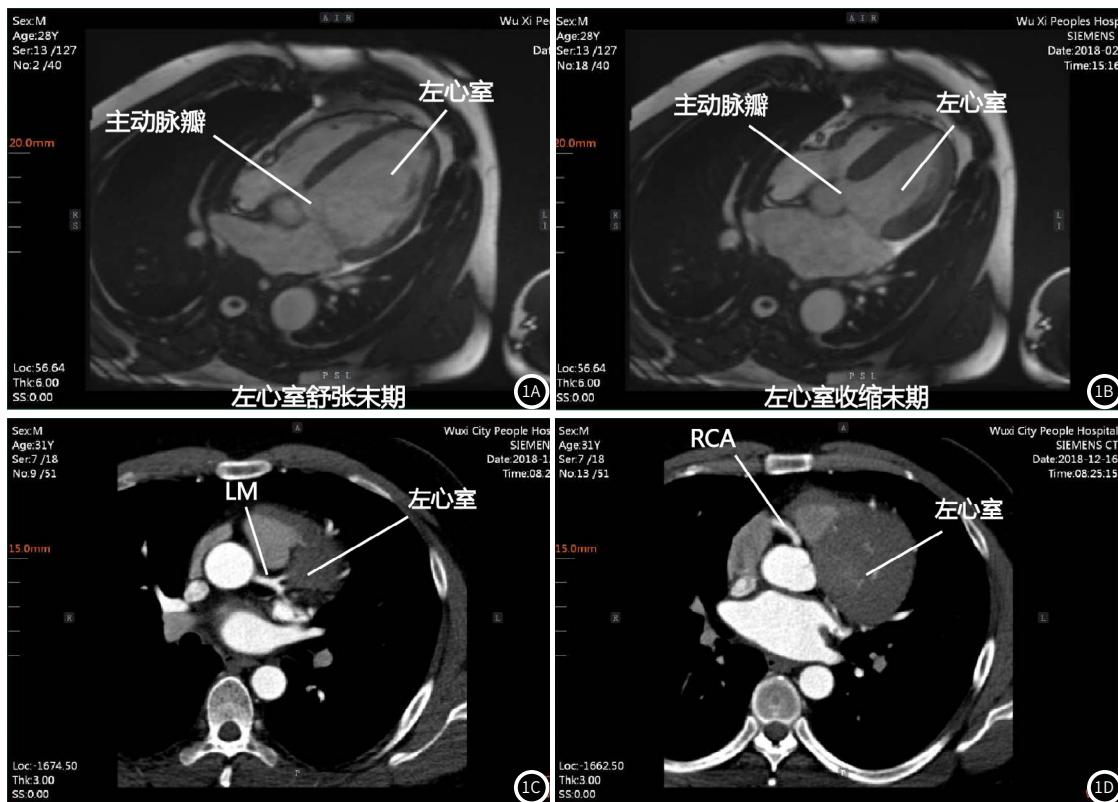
MRI能直观显示心脏结构中左心室收缩末期及舒张末期容量变化(1A-1B)，而双源CT除了显示左心室大小，更能显示冠脉前降支的走形及其狭窄程度(1C-1D)。
